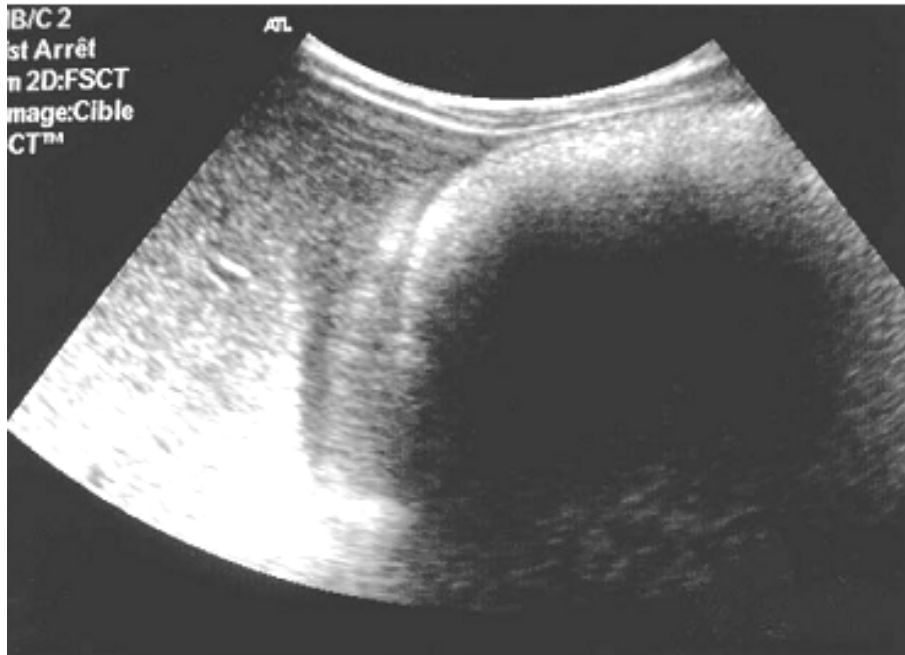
échographie abdominale: image hyperechogène avec cône d'ombre postérieur de siège épigastrique. (61)
